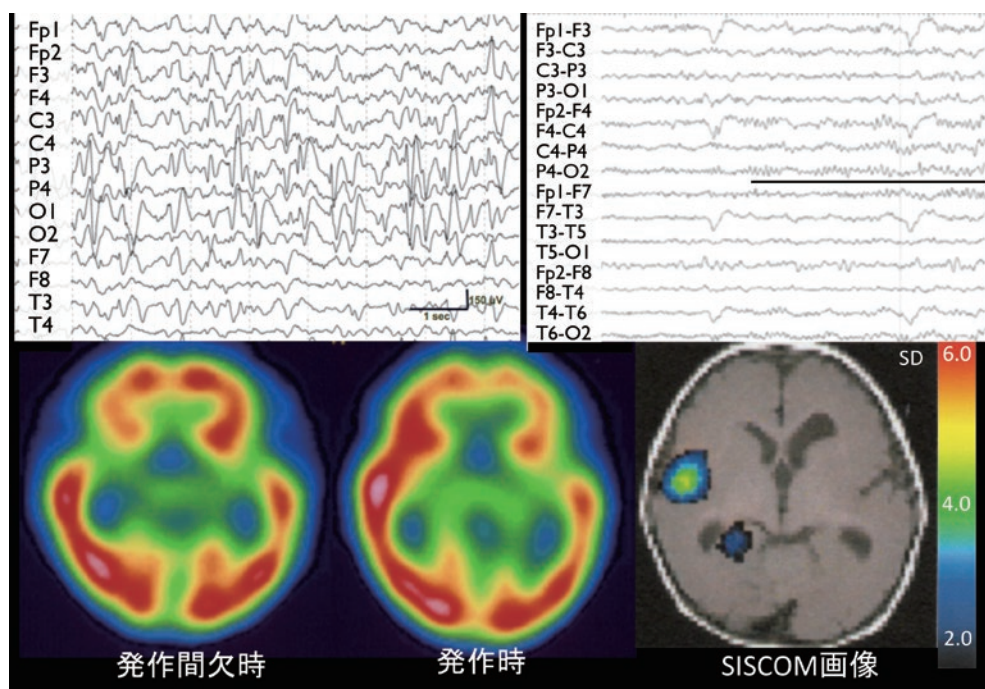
発作間欠時・発作時脳血流SPECTとSISCOM解析
